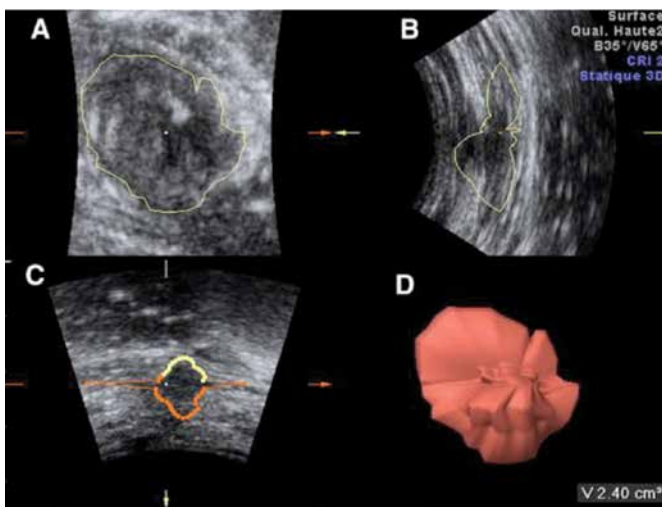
Ultrassonografia tridimensional. Exibição multiplanar mostrando (A) a visão sagital, (B), o plano axial e (C) o plano coronal. (D) Avaliação de volume tridimensional (3D) do nódulo.<sup>18</sup>
